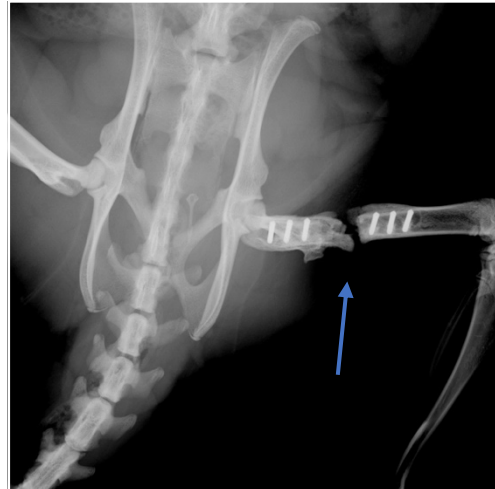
Kontroll-Röntgenbilder aus Versuchsgruppe "PLA" (Versuchsgruppe 2).
